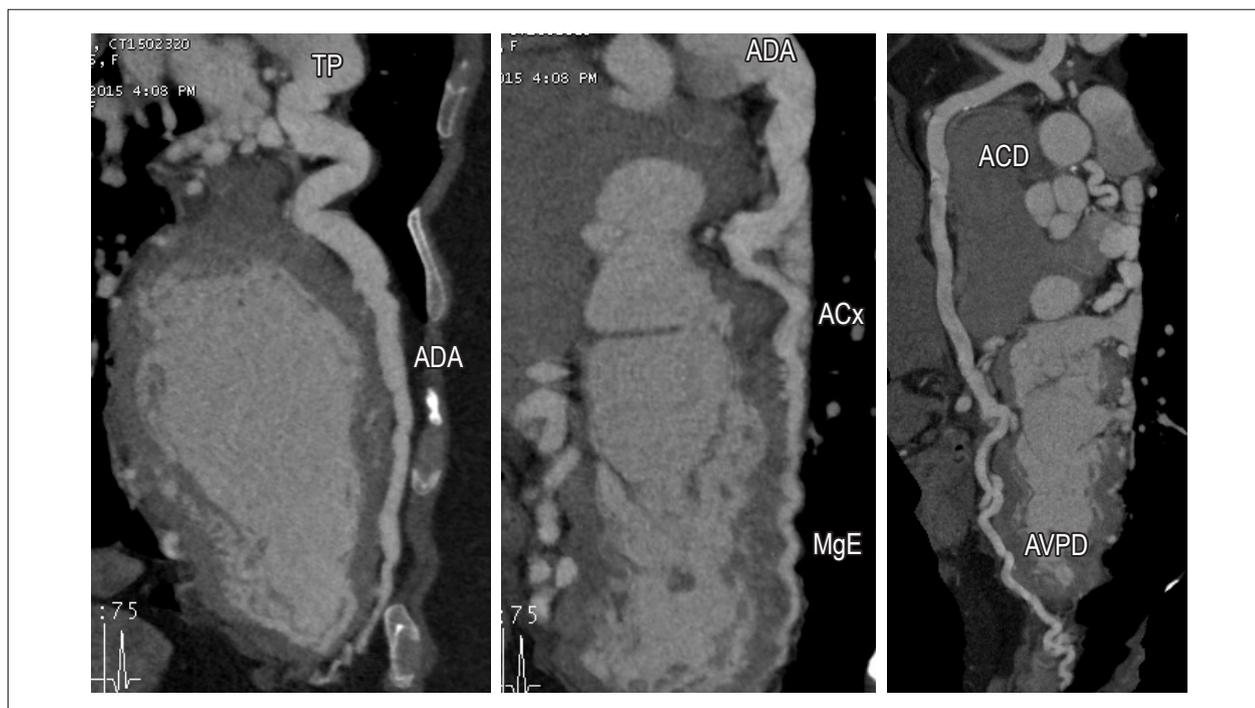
Reformatação multiplanar (angioTC) da circulação coronariana. AngioTC, angiotomografia das artérias coronarianas. TP: tronco pulmonar; ADA: artéria descendente anterior; ACx: artéria circunflexa; ACD: artéria coronária direita; AVPD: artéria ventricular posterior direita; MgE: marginal esquerdo.
